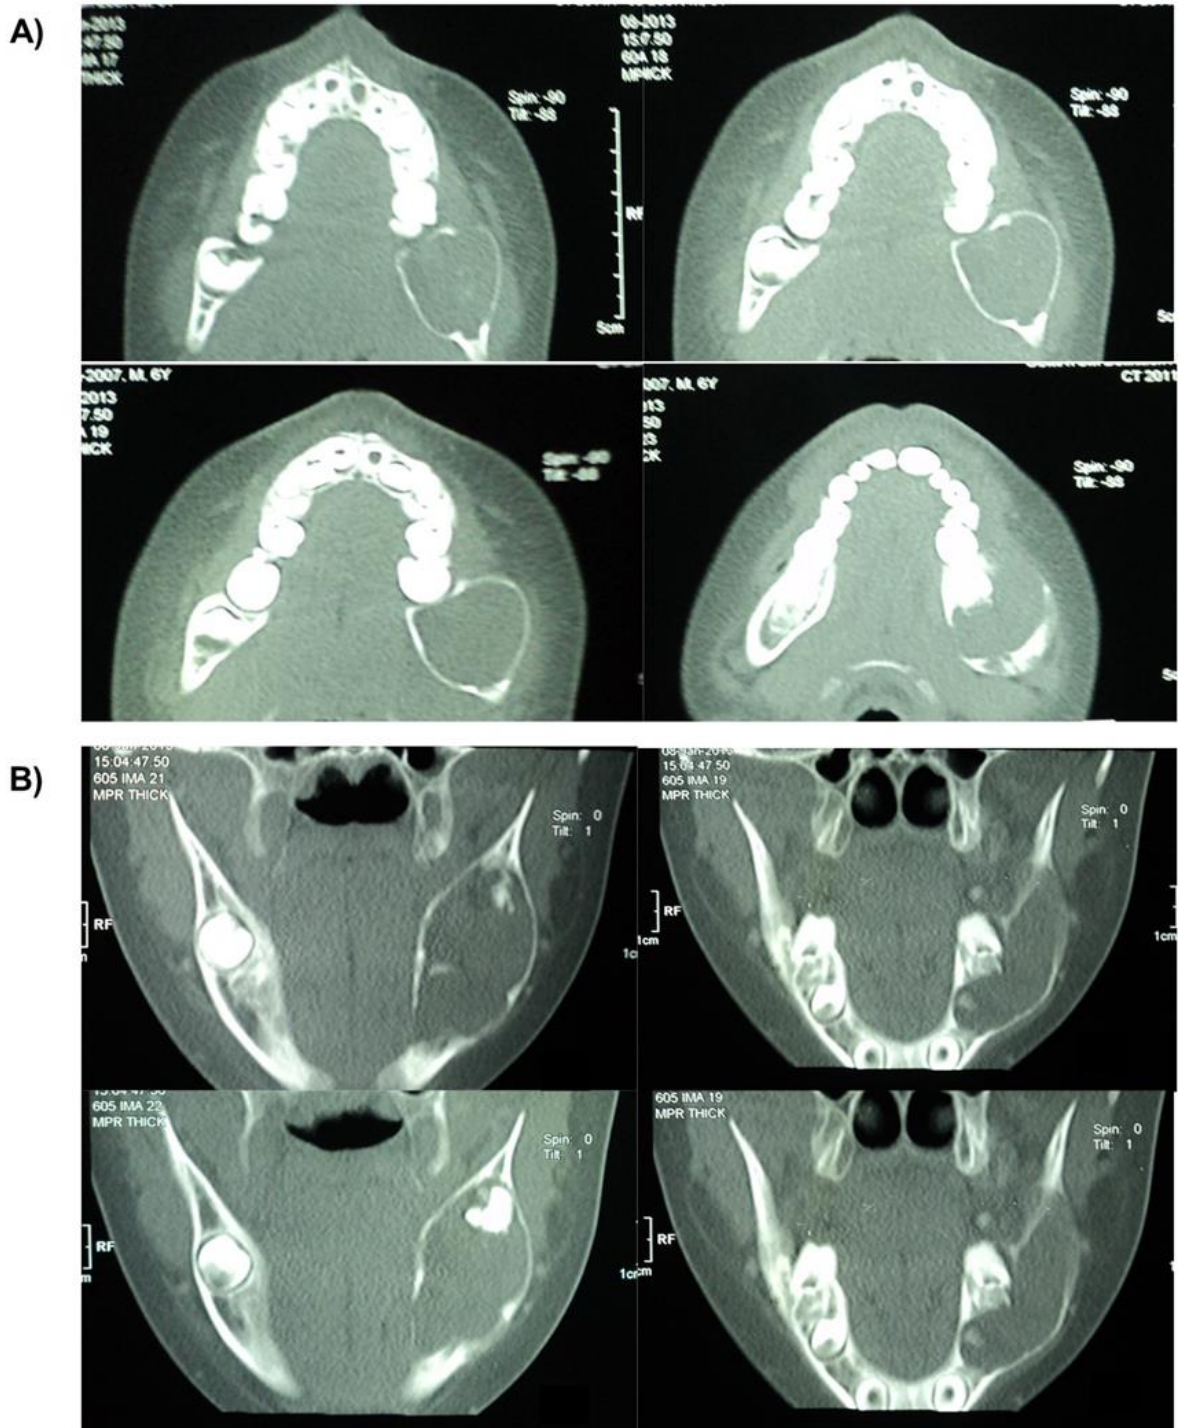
(A) Cortes axiais e (B) coronais de tomografia computadorizada helicoidal (feixe em leque) mostrando lesão hipodensa unilocular envolvendo a coroa em formação do dente 37, e provocando expansão e intenso adelgaçamento das corticais ósseas vestibular e lingual.
